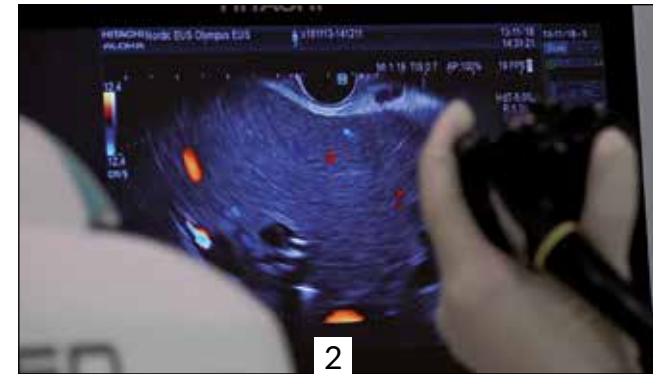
Endosonographie der linken Leber mit der Planung einer transgastralen Drainage
